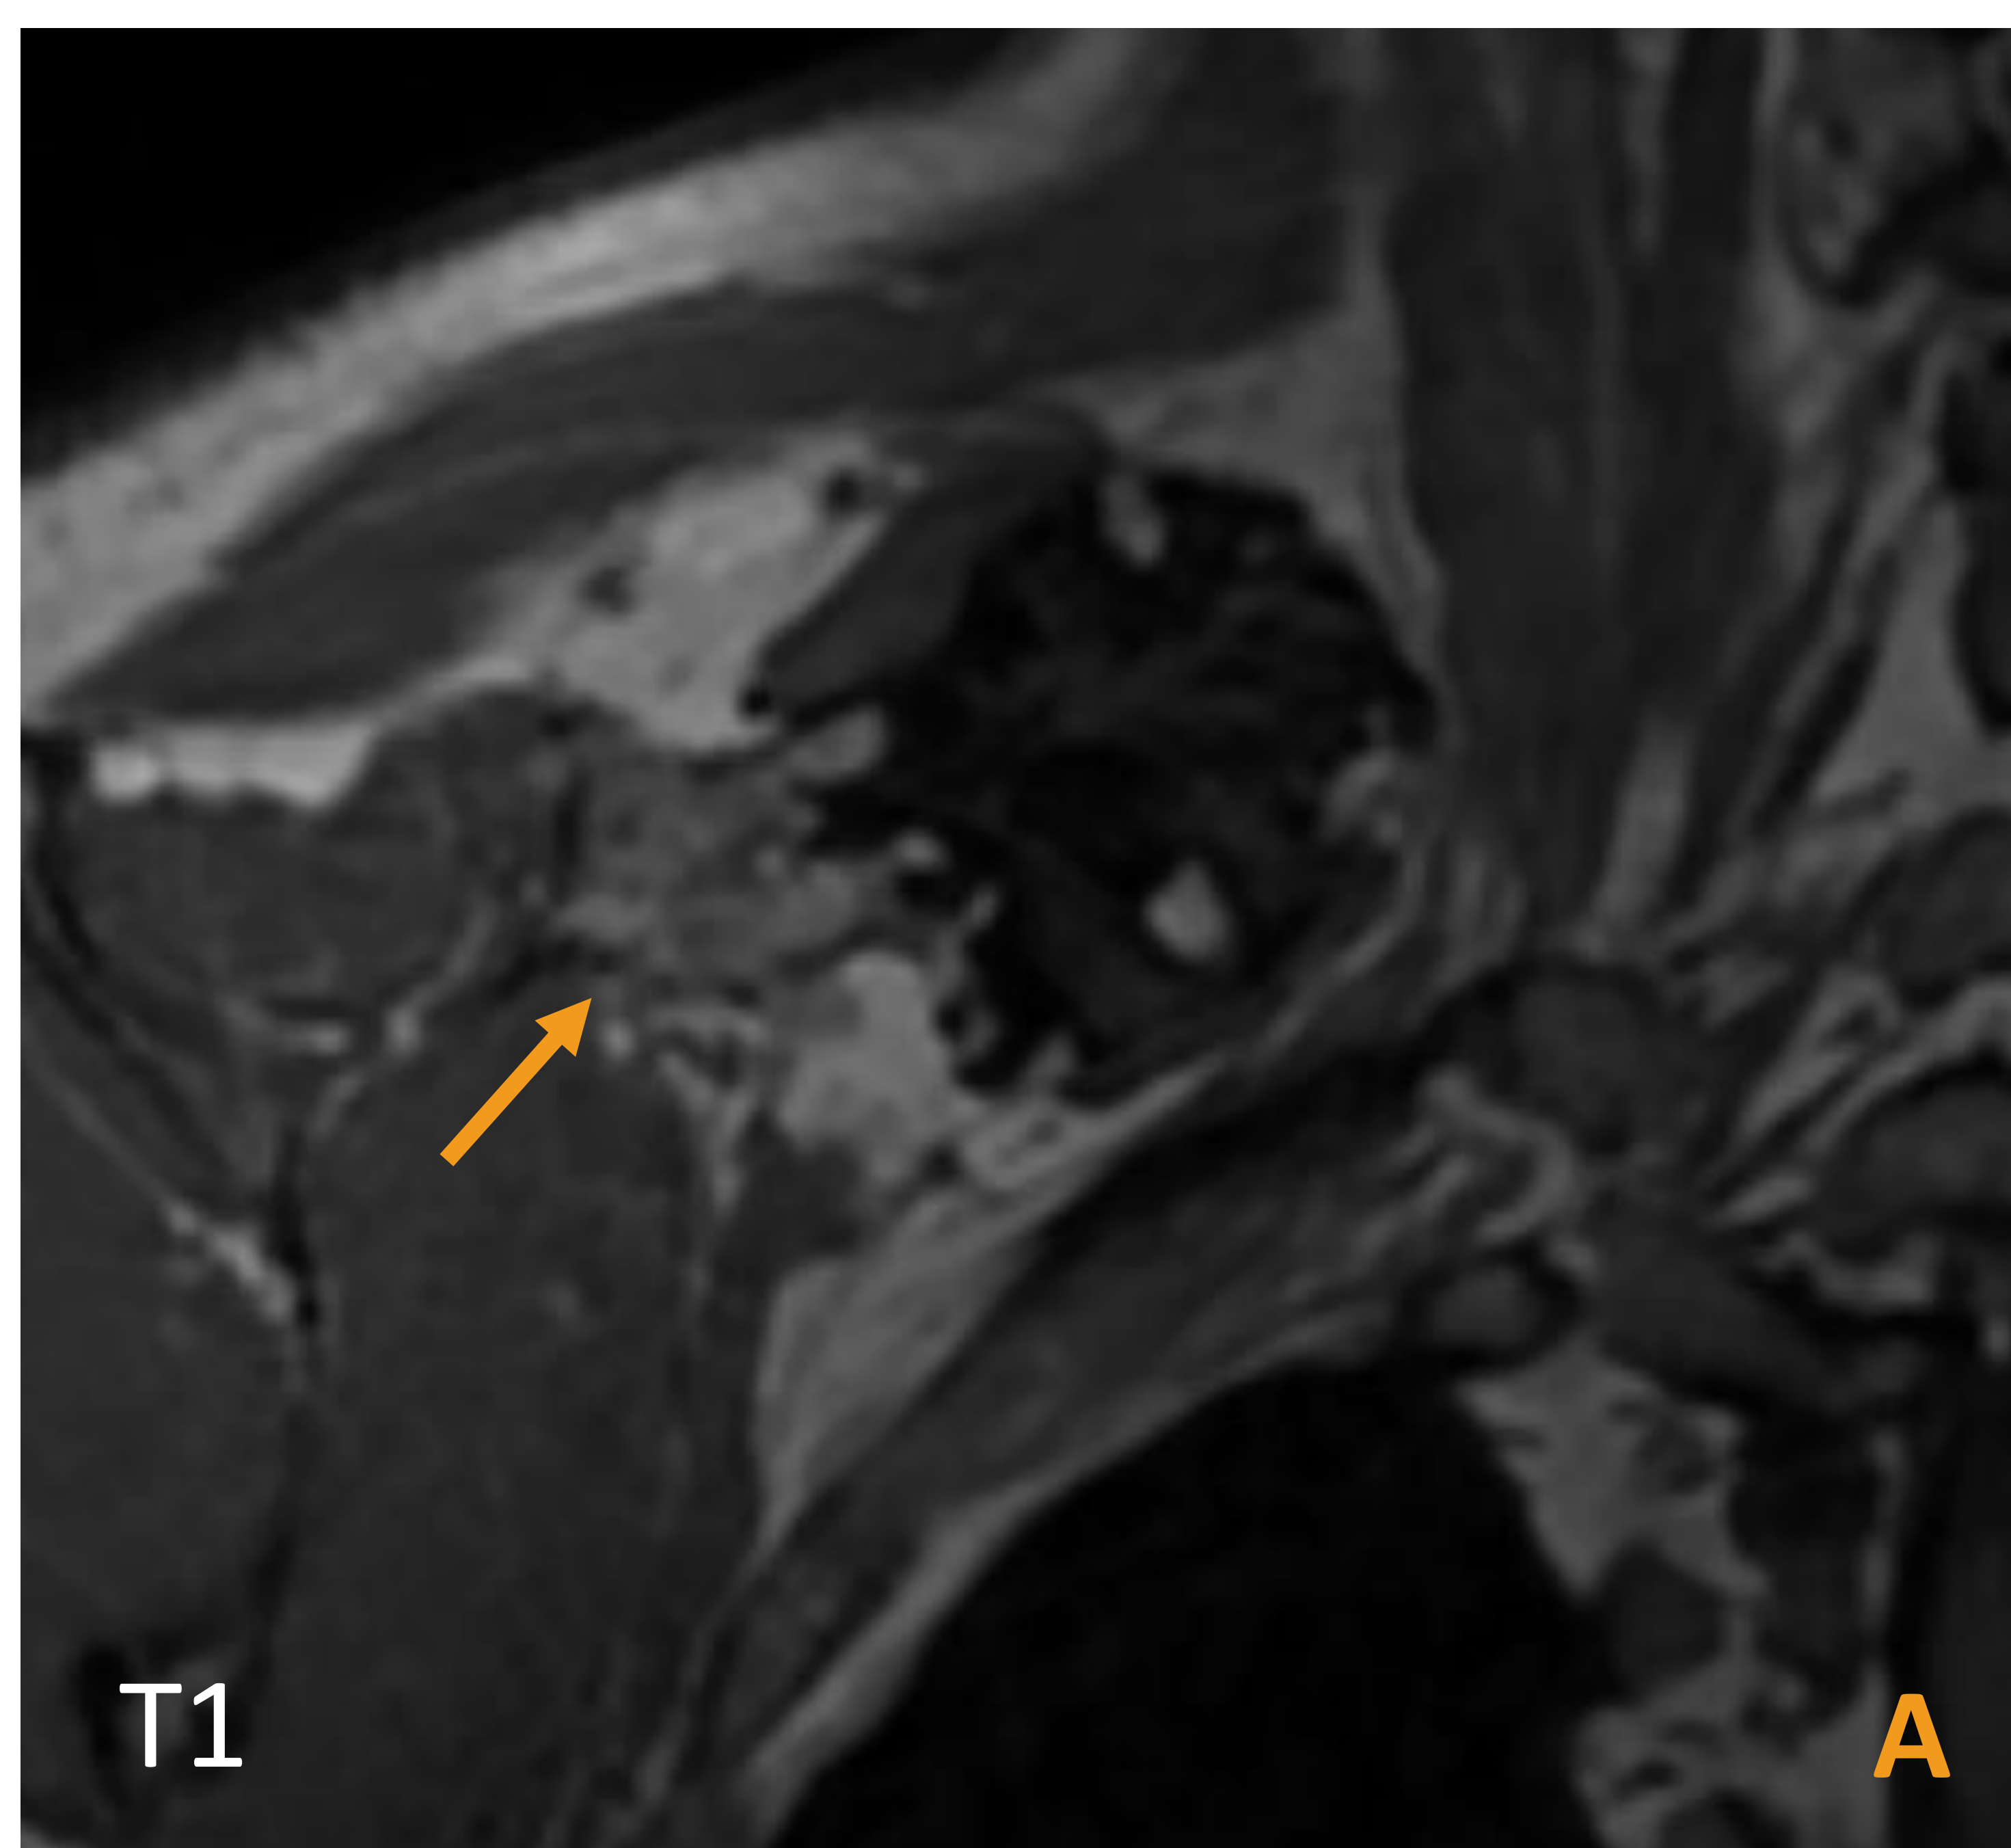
Estudio detallado de un OC en la escápula derecha del varón de 54 años con diagnóstico de EHM de la Figura 3. RM: T1 coronal (A), axial STIR (B) y estudio dinámico postcontraste, con imagen de referencias (C) y de la curva de realce (D). Se aprecian características clave del osteocondroma, como es la continuidad cortical y medular con el hueso subyacente (flecha). También el *cap* cartilaginosa, hiperintenso en STIR (punta de flecha), con focos de calcificación (hipointensos en STIR) (*). En el estudio dinámico postcontraste, la curva de realce del *cap* cartilaginosa (ROI 1) es similar a la del músculo supraespinoso ipsilateral (ROI 2).
